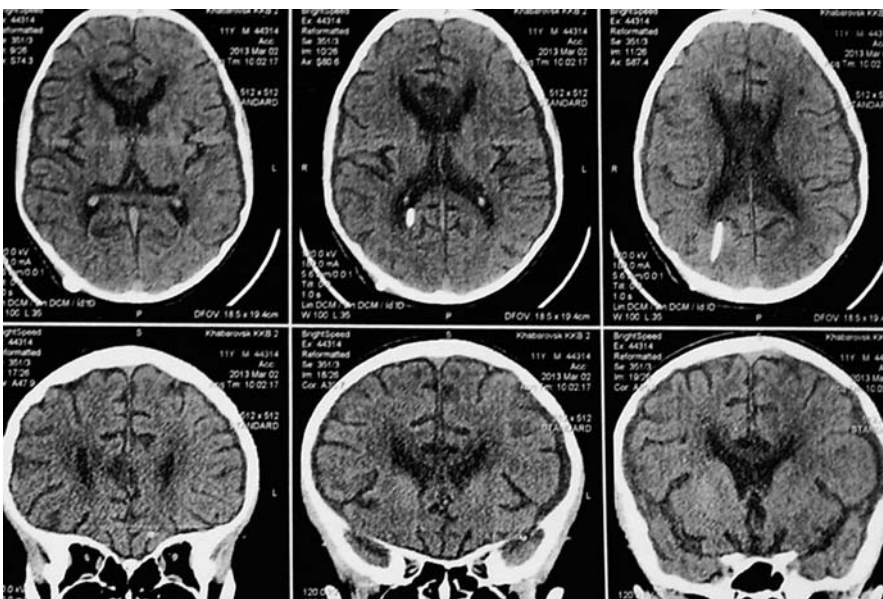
Наблюдение № 2. КТ-контроль после операции. Выявлено двухстороннее субдуральное скопление жидкости — признак гипердренажного состояния
